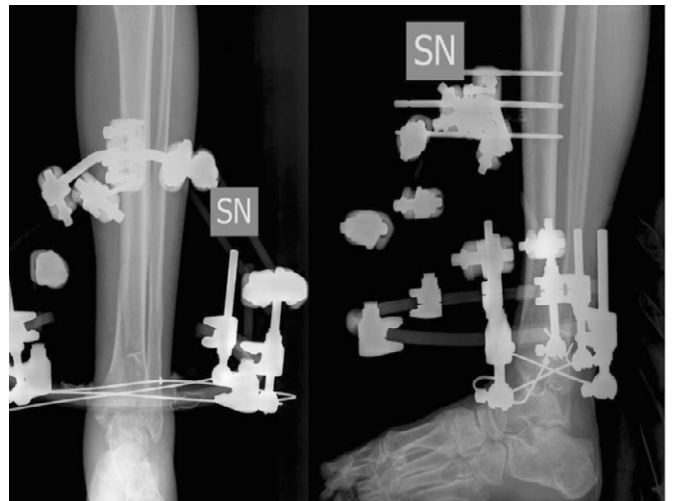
quadro radiografico durante la fase di carico
